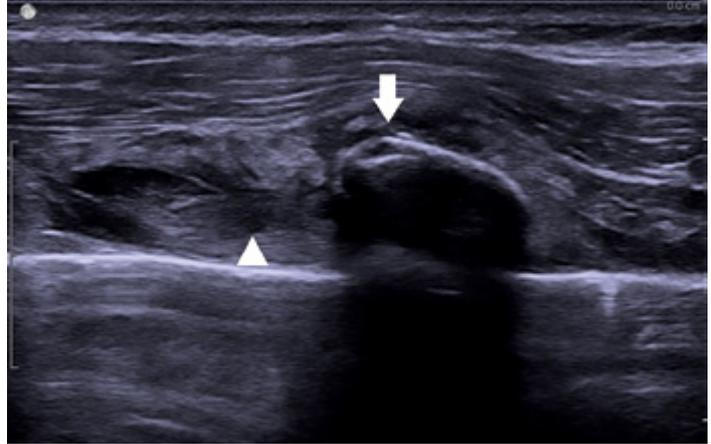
Sonografische Querdarstellung (Schallkopf 7.5 MHz) der betroffenen zweiten Rippe rechts. Unterbrechung der Kortikalis (Pfeil) und Weichteilhämatom (Pfeilspitze).
